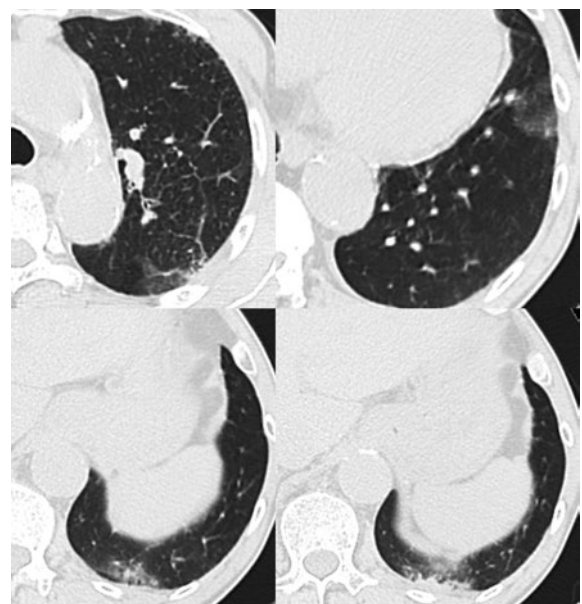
入院時胸部CT．左上葉，左下葉に気管支血管束に沿った浸潤影，すりガラス陰影を認める．
